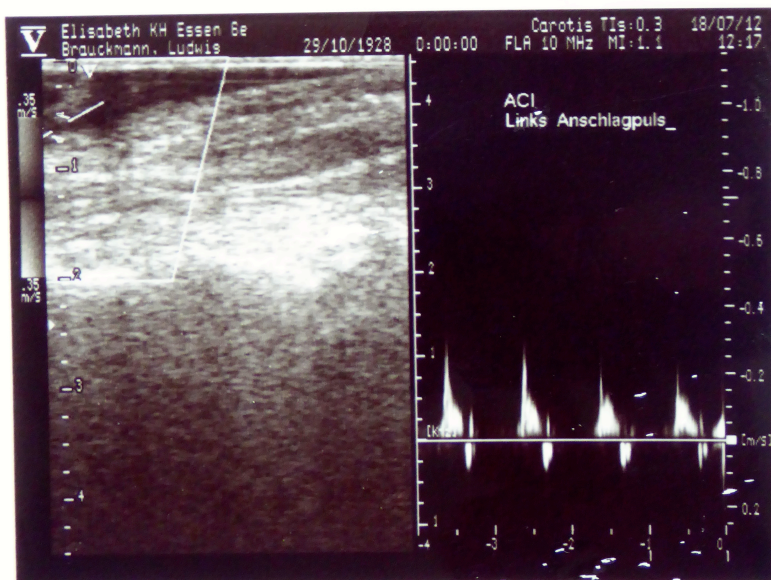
Intraoperative Duplexsonographie: Anschlagpuls im Bereich der ACI links
